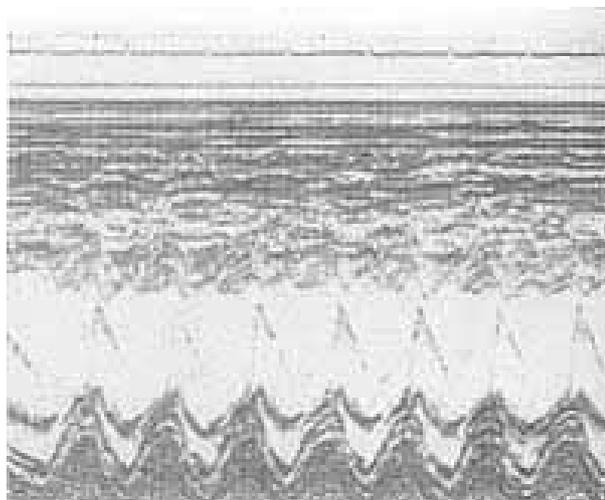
Ecocardiograma pós-operatório. Nota-se mobilidade e abertura normais dos folhetos. Presença de ecos do anel de Carpentier.
